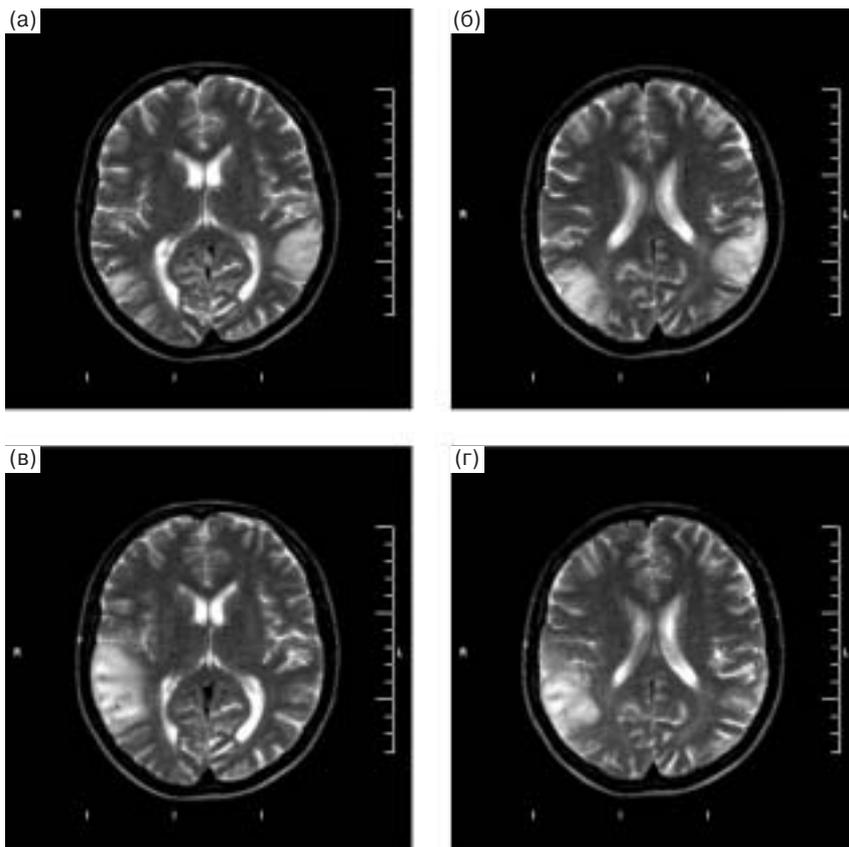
МРТ головного мозга больной А., T2-взвешенные изображения. а, б – 1-е исследование: симметричные очаги повышенной интенсивности сигнала в проекции теменных долей обоих полушарий. в, г – 2-е исследование: в проекции височной и теменной долей правого полушария отмечается расширение зоны измененного МР-сигнала. В левом полушарии в проекции теменной доли размеры патологического очага заметно уменьшились.
